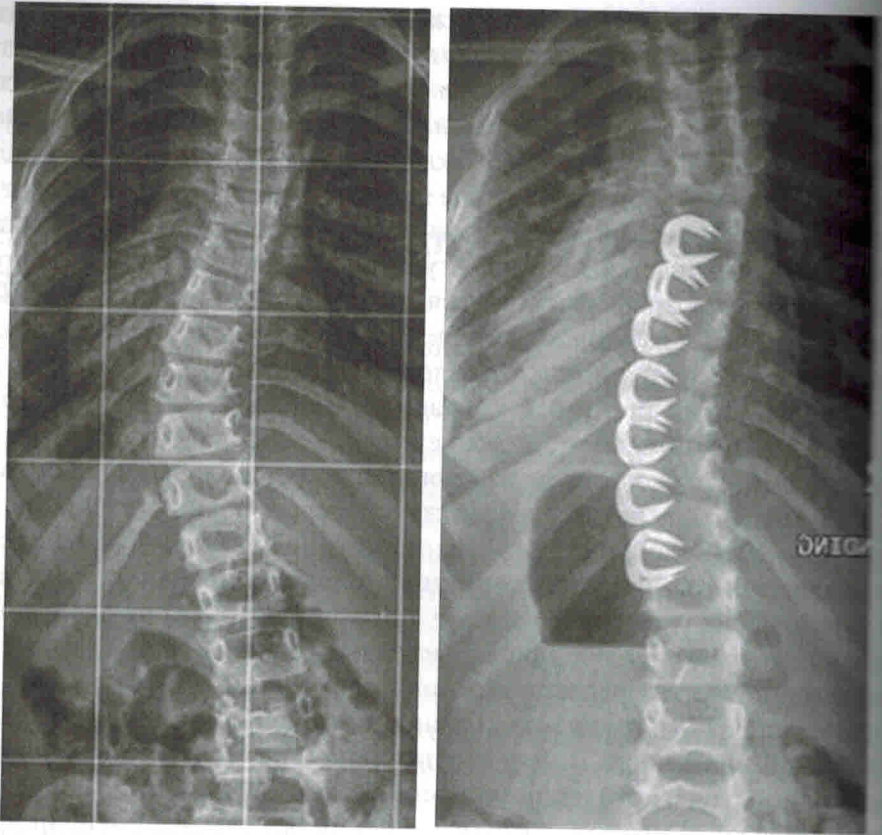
Рентгеновские снимки, демонстрирующие степлирование передних отделов позвоночника
